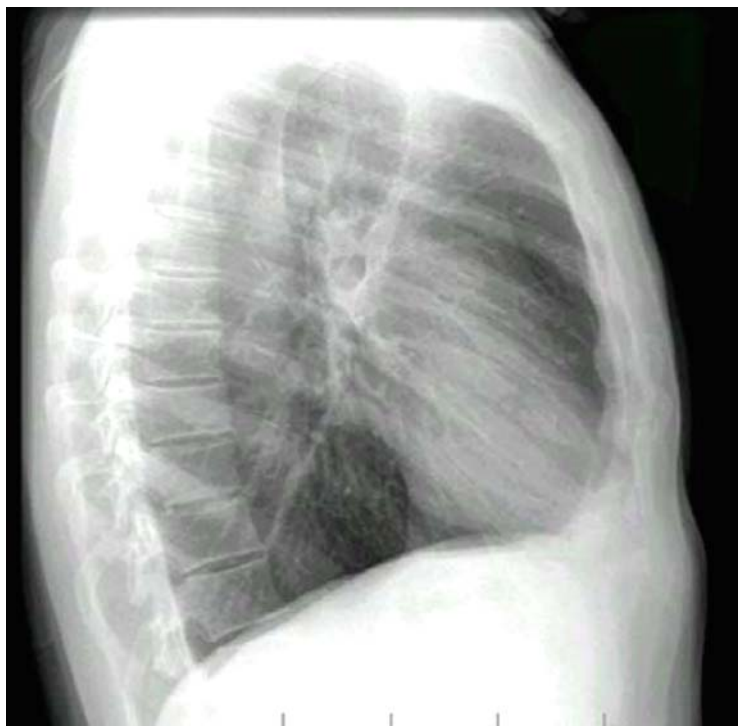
Radiografia LD do tórax
